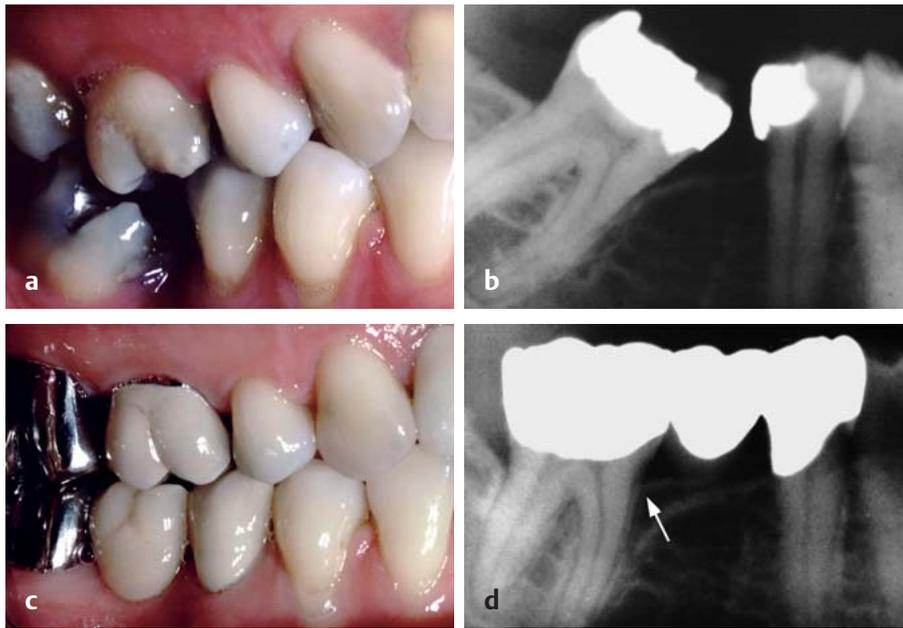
Bei dieser erwachsenen Frau fehlte der untere rechte erste Molar und der zweite Molar war deutlich nach mesial in die Lücke gekippt. In dieser Situation waren Mundhygienemaßnahmen seitens der Patientin nicht mehr möglich (a, b). Anstatt die Lücke zu schließen, den zweiten Molaren aufzurichten und damit den einwandigen Defekt zu beseitigen, wurde der Zahn vielmehr nach distal bewegt, um Platz für das Brückenglied einer dreigliedrig angelegten Brücke zu schaffen (c). Die abschließende Röntgenaufnahme lässt die positive Reaktion des Knochens auf die Aufrichtung des Zahnes deutlich erkennen. Es wurde ausreichend Alveolarknochen neu gebildet (d). Die Beseitigung dieses Knochen-defektes ermöglicht der Patientin eine gute Mundhygiene.
